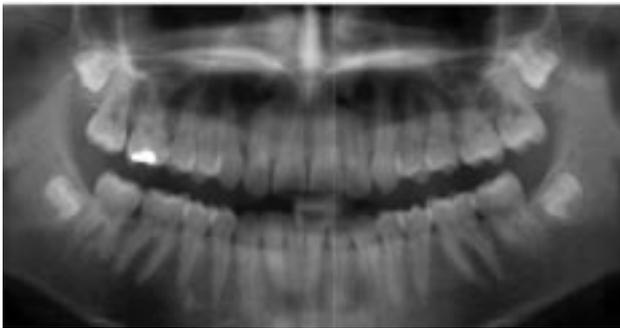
Panoramic radiograph; April 2, 2002.
